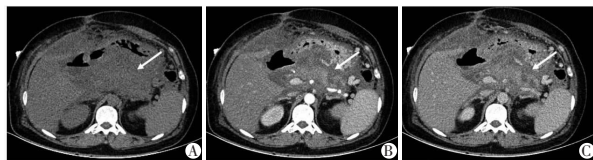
A-C. 女,45岁,既往多次发作急性胰腺炎,本次发病5 d后,为混合坏死型RAP。CT示胰腺实质和胰周坏死(箭头)。
